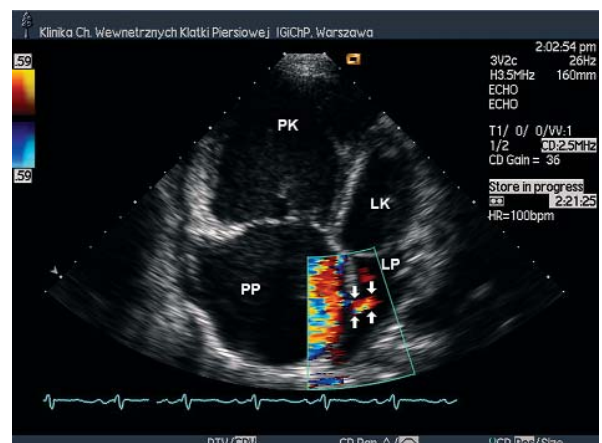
Przepięk prawo-lewy przez wytworzoną septostomię – obraz echokardiografii wewnątrzsercowej. PP – prawy przedsionek, LP – lewy przedsionek
